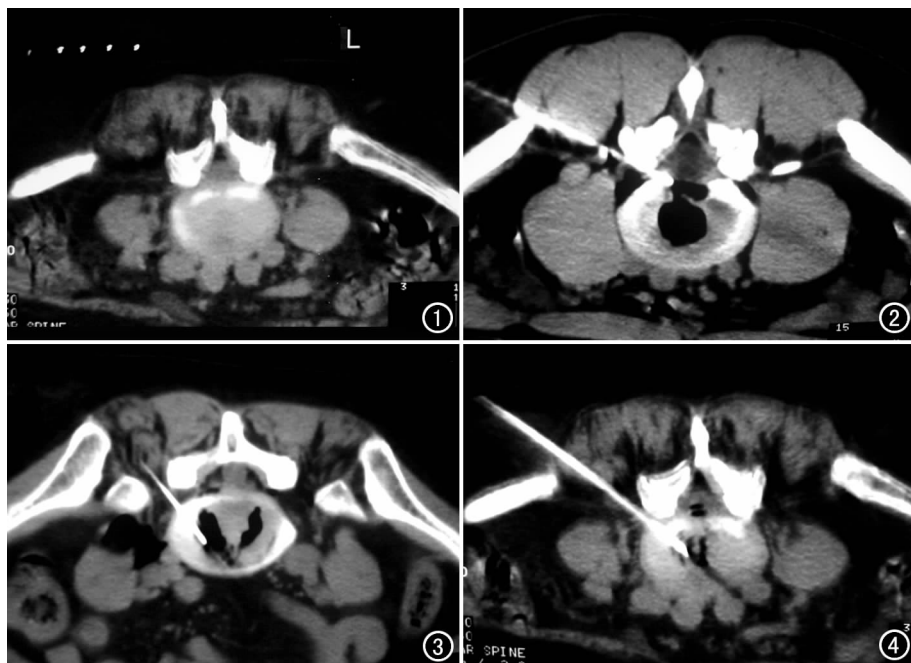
利用自制定位栅格带,经 CT 扫描确定经皮穿刺点、穿刺角度、进针深度。
